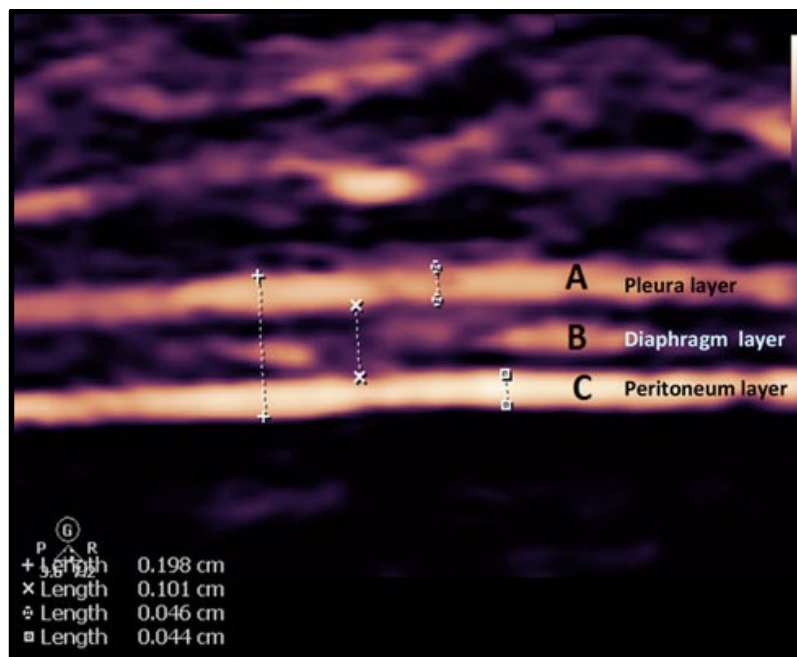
Ultrassonografia diafragmática. Imagem obtida para visualização da espessura do diafragma. Fonte: Matamis et al (51).
